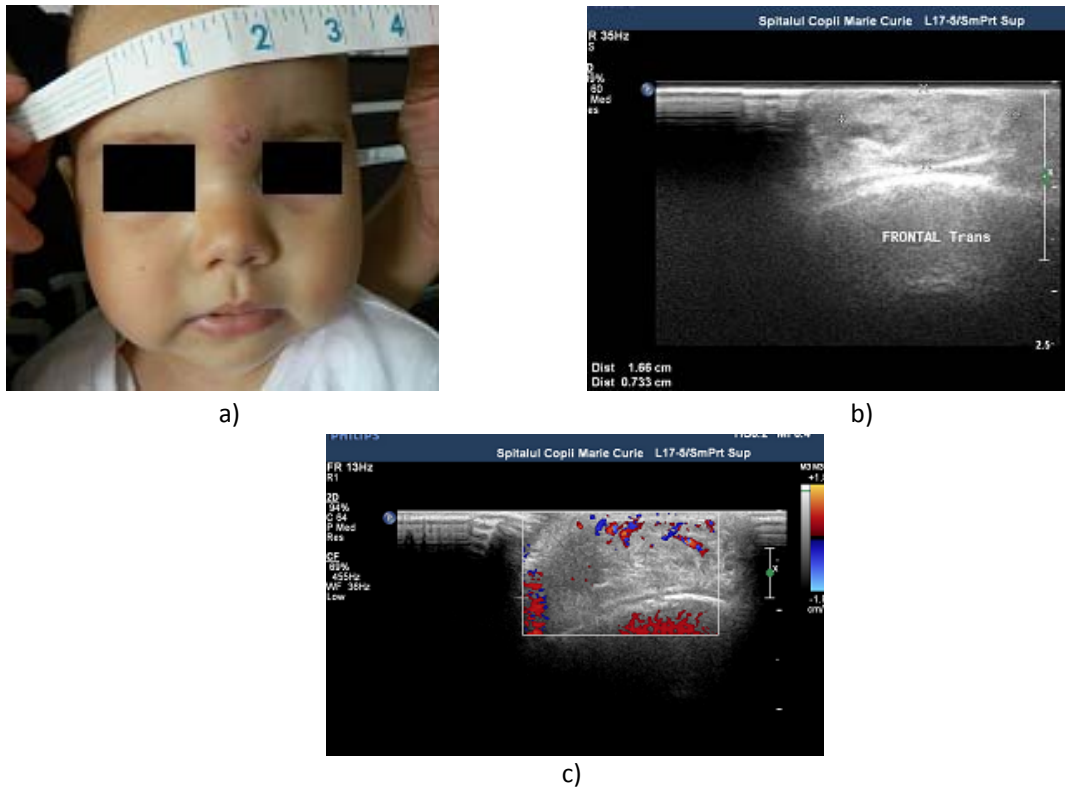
Imagini a) clinice ale HI frontal b) ecografice simple c) ecografie Doppler
